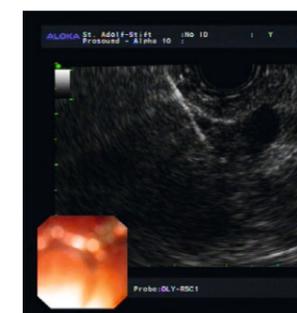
Endosonographisch gesteuerte Punktion eines Flüssigkeitsverhaltes im Bereich des Pankreasbettes
